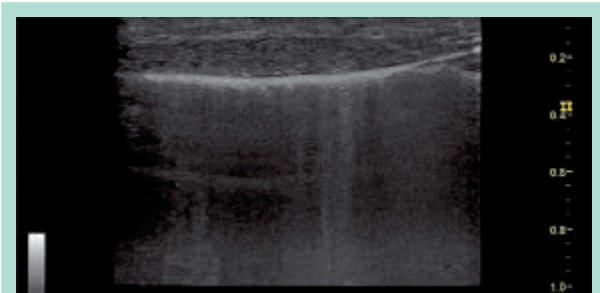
Injection de mousse dans une veine réticulaire, sous guidage échographique haute fréquence.
